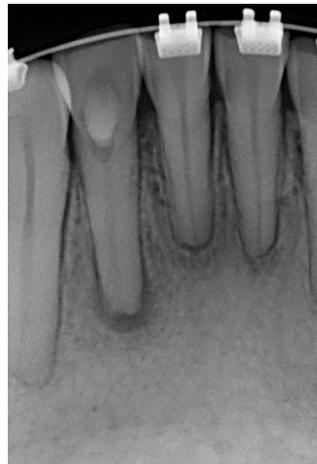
Radiografía de control a los cinco meses diente 42.
